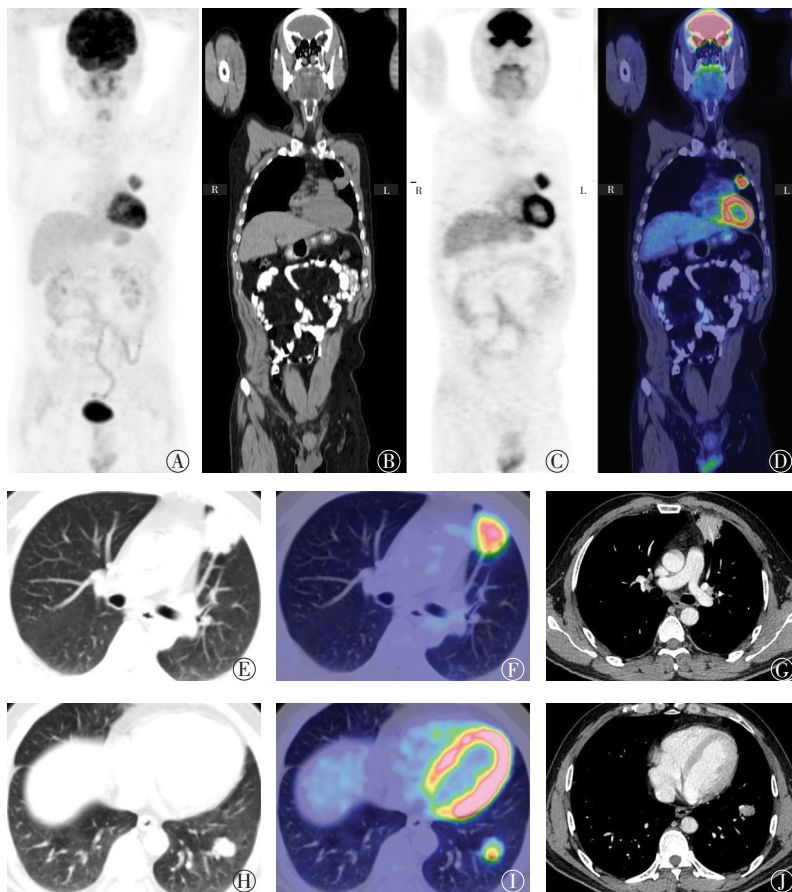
肺淋巴瘤患者(男性, 39 岁)¹⁸F-FDG PET/CT 图 图中, A: 全身 MIP 图; B、C、D: 全身冠状位 CT 图、PET 图、PET/CT 融合图; E、F、G: 左肺上叶前段肿物横断位 CT 图、横断位 PET/CT 融合图、横断位增强 CT 图; H、I、J: 左肺下叶外基底段结节横断位 CT 图、横断位 PET/CT 融合图、横断位增强 CT 图。FDG: 氟脱氧葡萄糖; PET: 正电子发射断层显像术; CT: 计算机断层摄影术; MIP: 最大密度投影。
